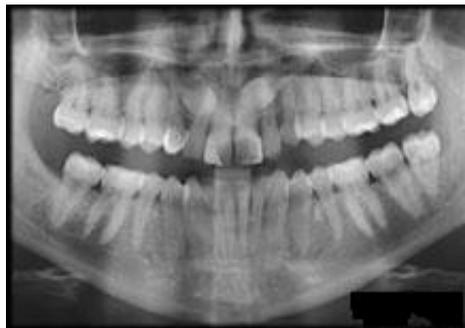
Radiografía panorámica³¹
